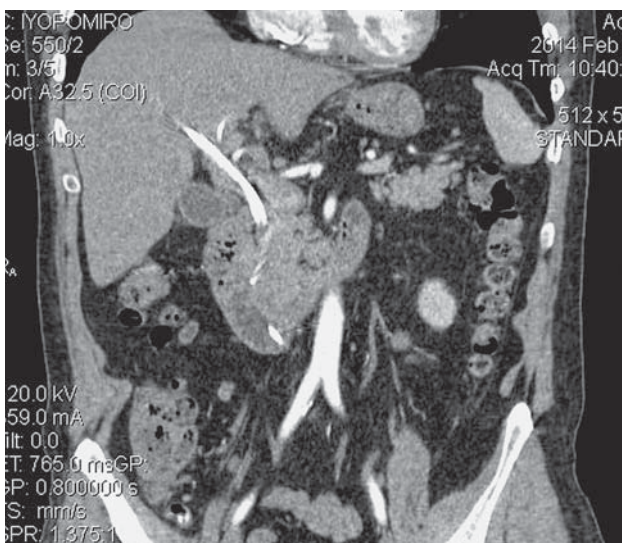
КТ-изображение, нет четкой границы между утолщенной и неизменной стенкой протока.
